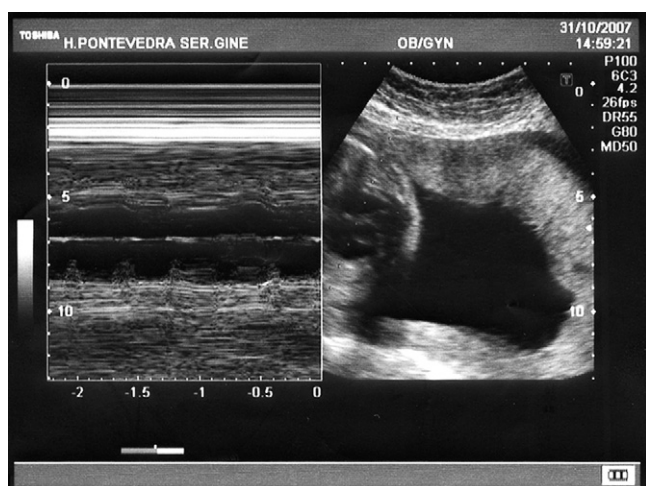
Ecografía en modo-M con disociación aurículo-ventricular.
